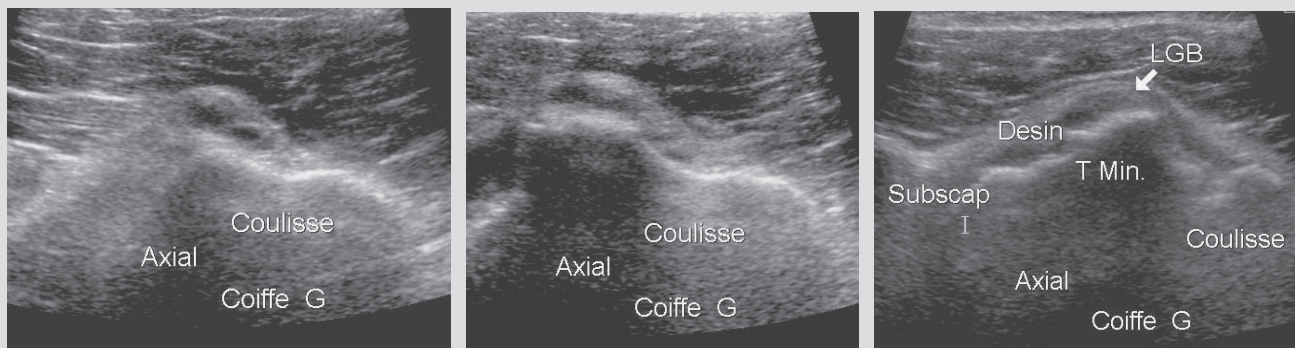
Pour affirmer la présence d'une luxation médiale complète (intra-articulaire échappant à l'échographie) et la différencier d'une rupture, on positionne la sonde dans le plan axial à la partie basse de la coulisse et on repère le LGB (a) ; on « remonte » doucement en suivant bien le tendon qui, en cas de luxation, se médialise (b) ; cette technique permet aussi d'affirmer la présence d'un LGB très remanié et mal visible sur la facette antérieure du tubercule majeur (c)
